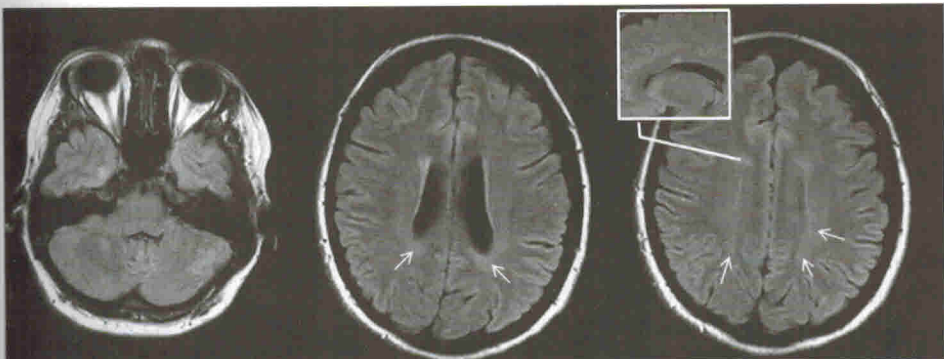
МРТ головного мозга в режиме FLAIR-ВИ, аксиальная проекция. Наряду с типичными очагами демиелинизации в правом полушарии мозжечка и перивентрикулярном белом веществе, в обоих полушариях большого мозга перивентрикулярно и в белом веществе семиовальных центров визуализируются диффузные зоны слабо повышенной интенсивности МР-сигнала – «грязное белое вещество» (зоны указаны стрелками).
